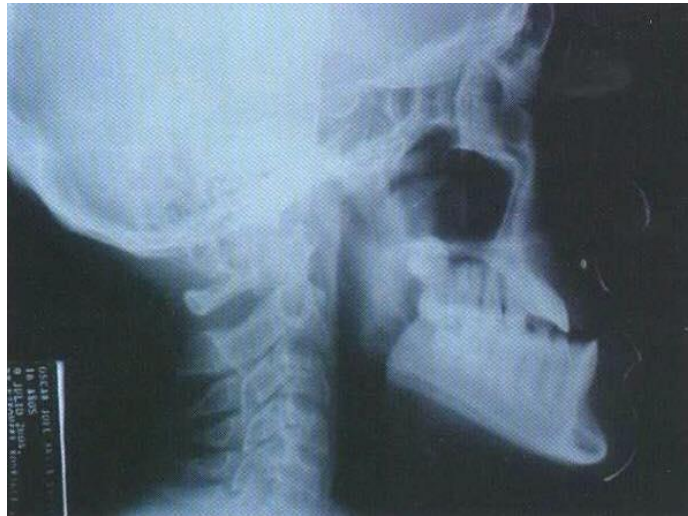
Radiografía lateral de cráneo de un paciente con mordida cruzada anterior esquelética.<sup>12</sup>
